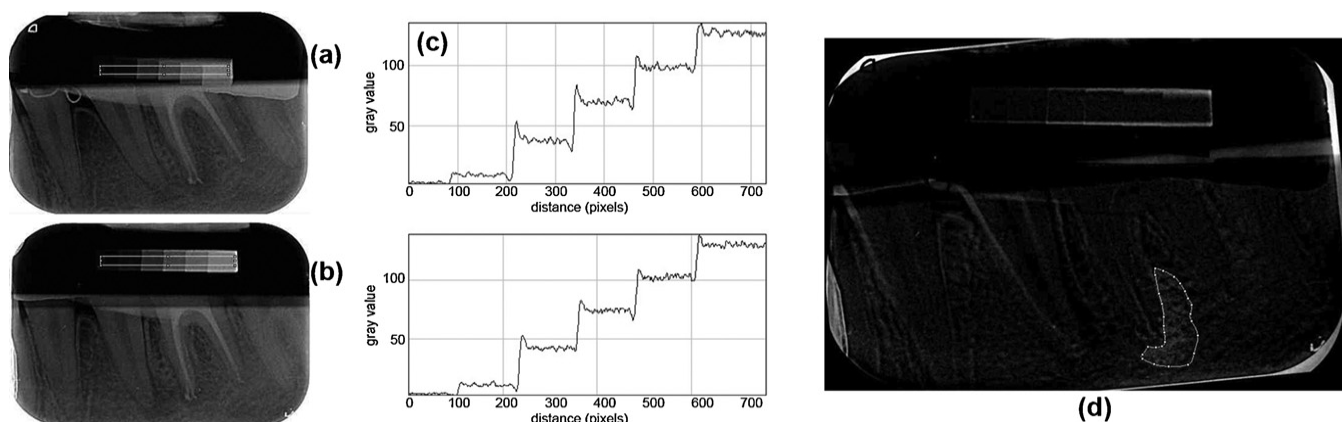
Procedura di sottrazione digitale delle immagini: (a) radiografia postoperatoria; (b) radiografia di controllo a 6 mesi; (c) istogrammi delle unità arbitrarie di grigio per la parificazione dei riferimenti su scala; (d) immagine prodotta dalla sottrazione digitale, in evidenza l'area di remineralizzazione periapicale.
